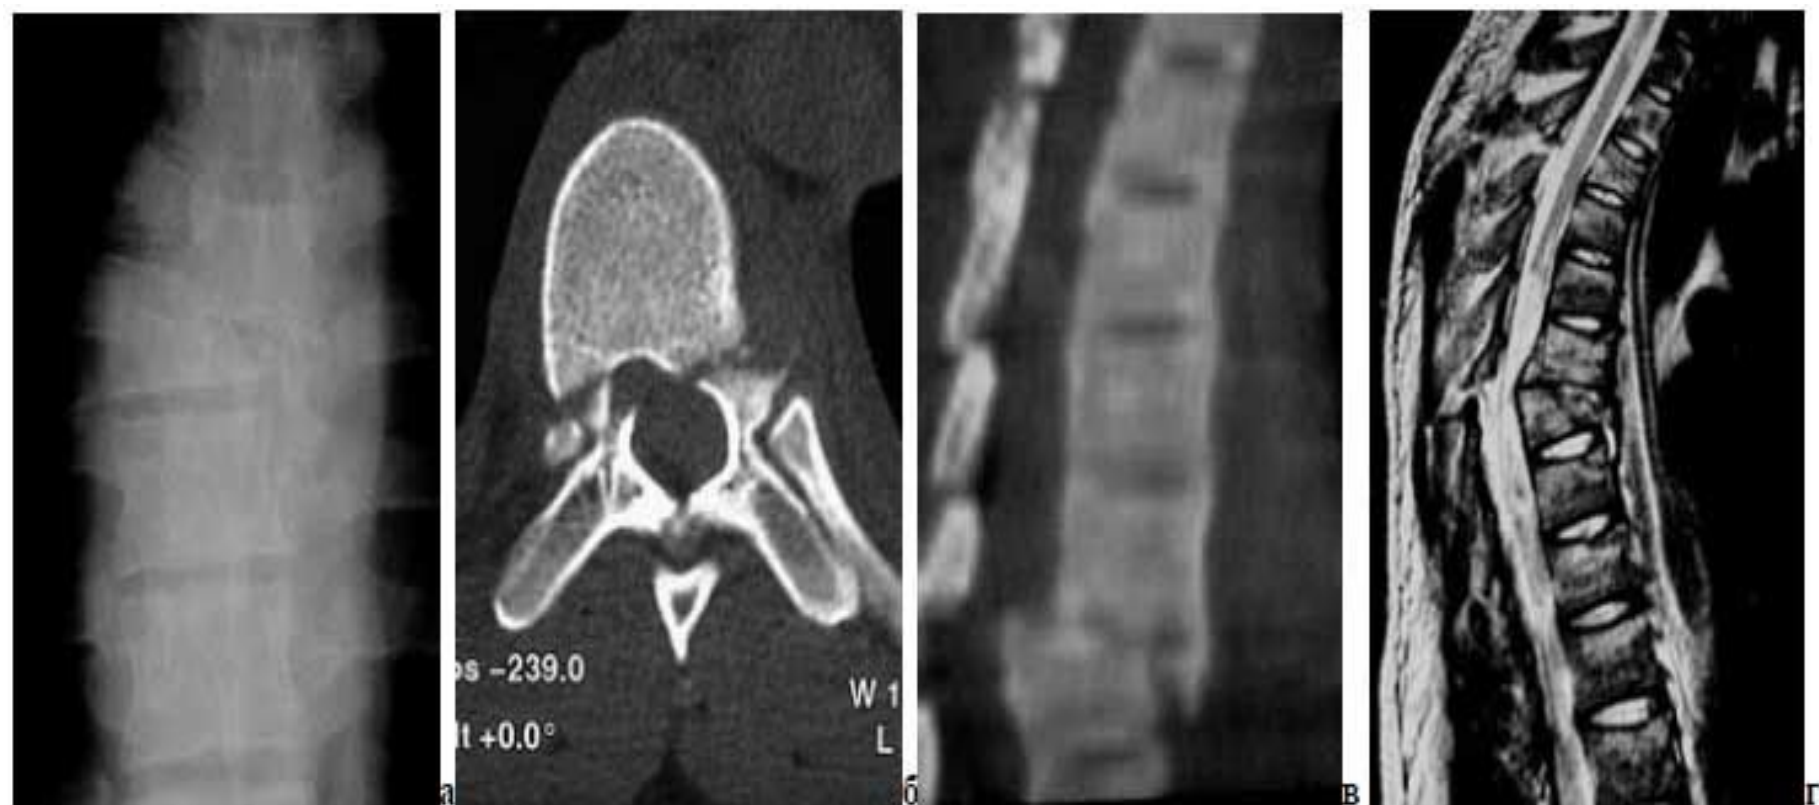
а-б - неосложненный переломо-вывих Th7, Frankel – E; а - рентгенограмма, передне-задняя проекция: боковое смещение на 2/3 тела позвонка, сминание нижележащего позвонка более 2/3 его высоты; б- КТ, поперечный срез: перелом ножек позвонка у основания; ножки и дужки в связи с задними элементами, не смещены; в-г - осложненный переломо-вывих Th6, Frankel - А (без регресса); КТ и МРТ, боковая проекция - срезающий механизм смещения, дужка Th6 смещена вместе с телом позвонка, штыкообразная деформация позвоночного канала и его сужение на 2/3, компрессия спинного мозга, гематомиелия
